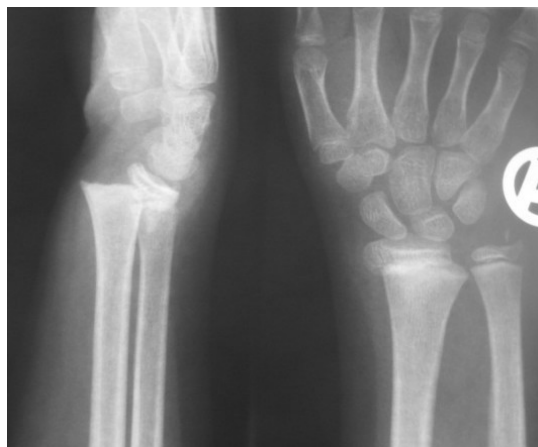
Röntgen rechter Unterarm (ap und seitlich)
